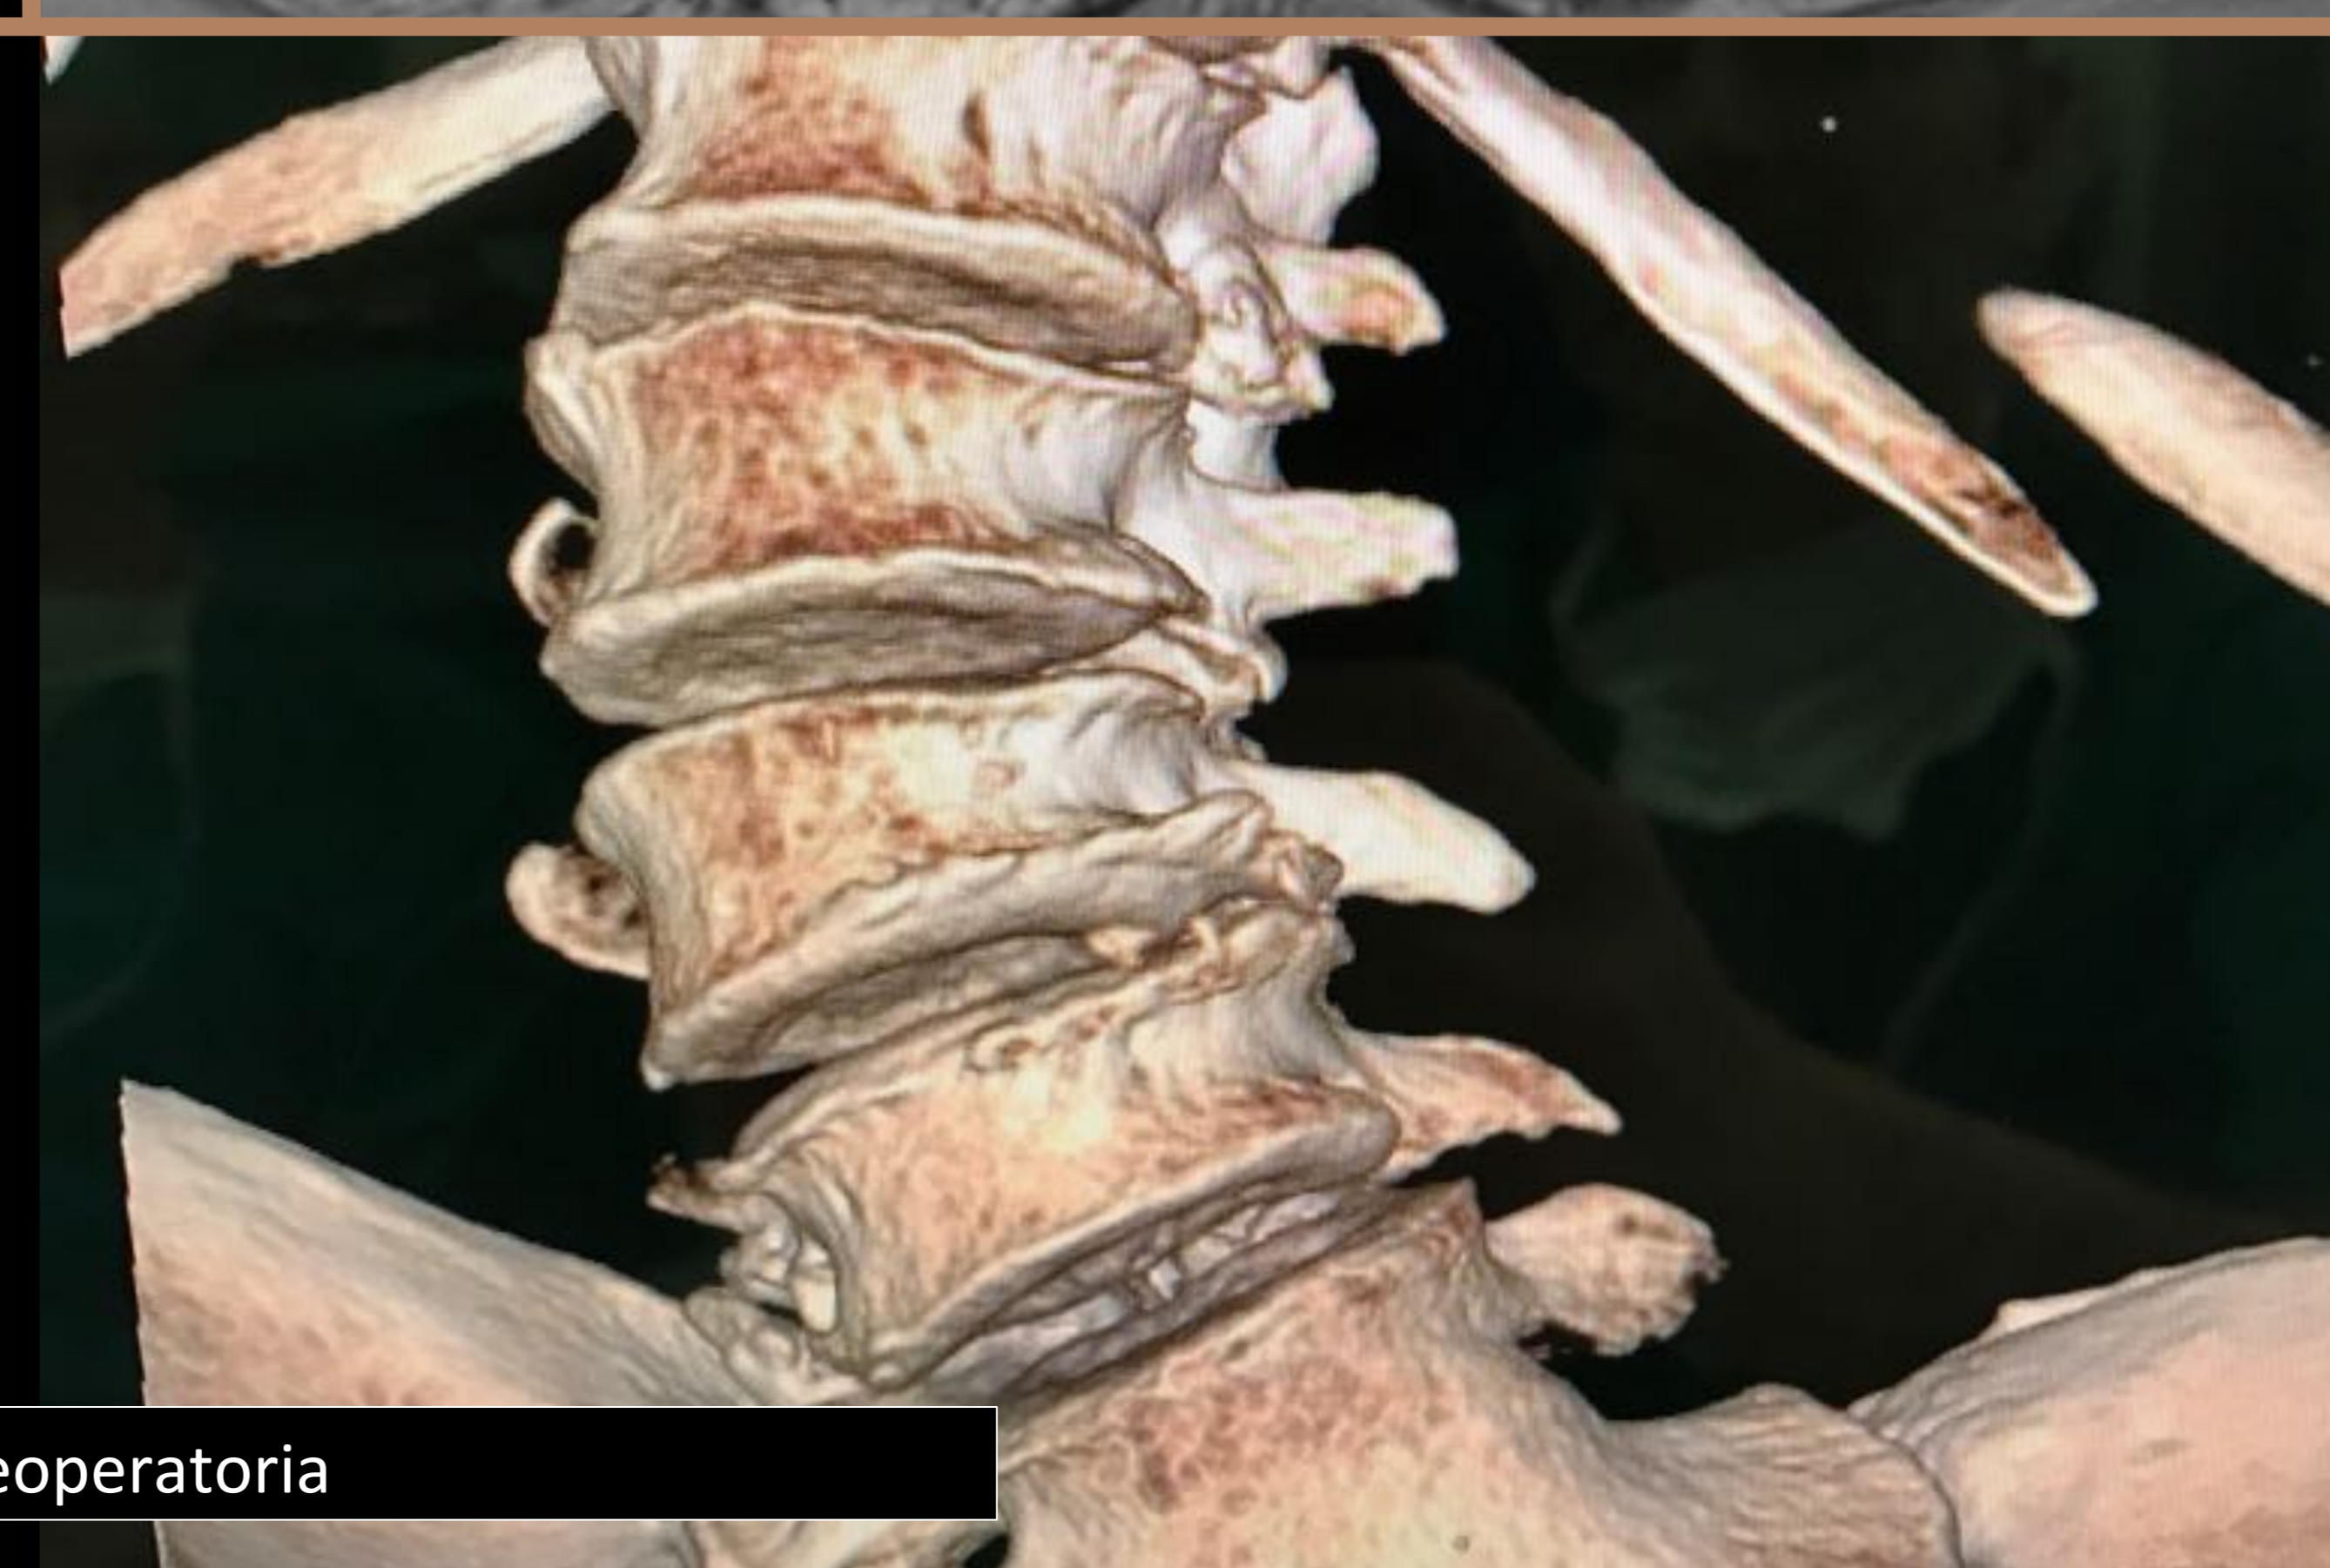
TC columna lumbosacra preoperatoria
